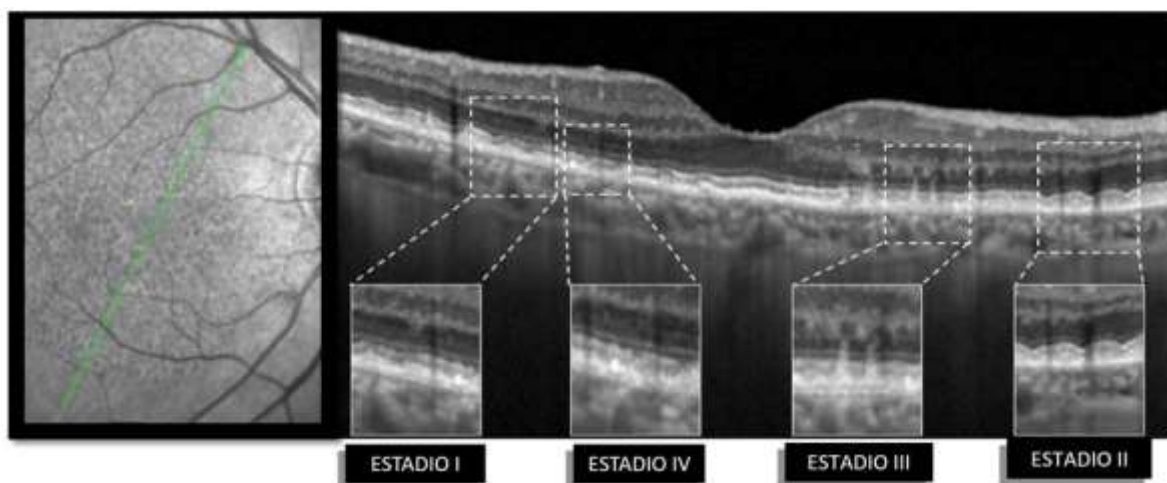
Estadios de los pseudodrusen reticulares según el grado de acumulación de material extracelular por tomografía de coherencia óptica.
